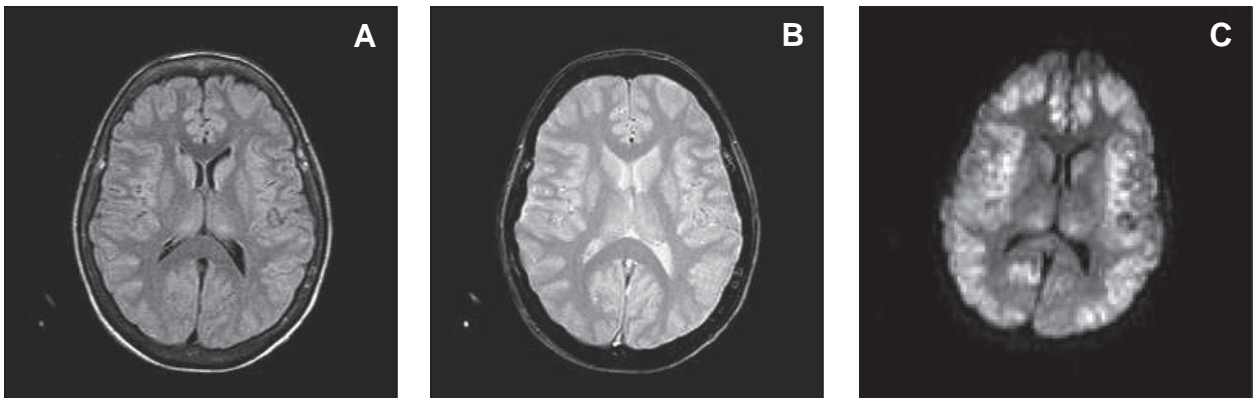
A: Resonancia nuclear magnética de encéfalo. Secuencia T1 no evidencia lesiones focales. B: Resonancia nuclear magnética de encéfalo. Secuencia T2 demuestra hiperintensidad difusa de la corteza cerebral. C: Resonancia nuclear magnética de encéfalo. Secuencia ponderada en difusión muestra restricción en cortezas frontales y parietales, que se corresponde con bajos valores en el mapa ADC (no mostrado).
